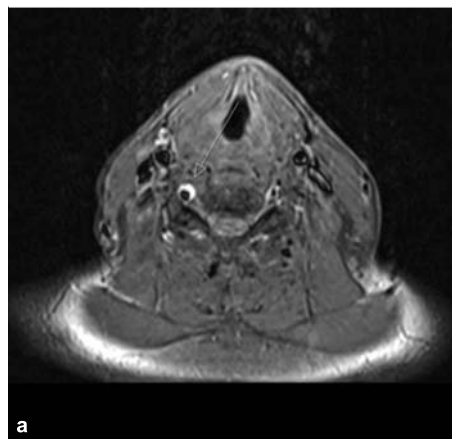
Nachweis einer langstreckigen Dissektion der extrakraniellen A. vertebralis rechts im MRT-Bild mit besserer Darstellung des Dissekatats durch Einsatz der fettsupprimierten T1-Wichtung.
